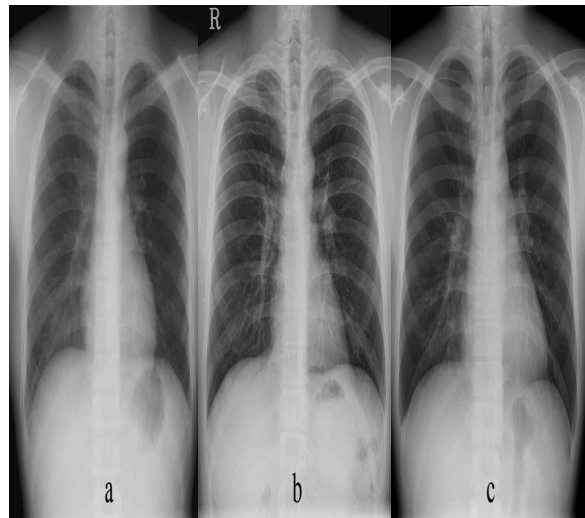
Conventional radiography(a), CR(b) and DR(c) chest film
